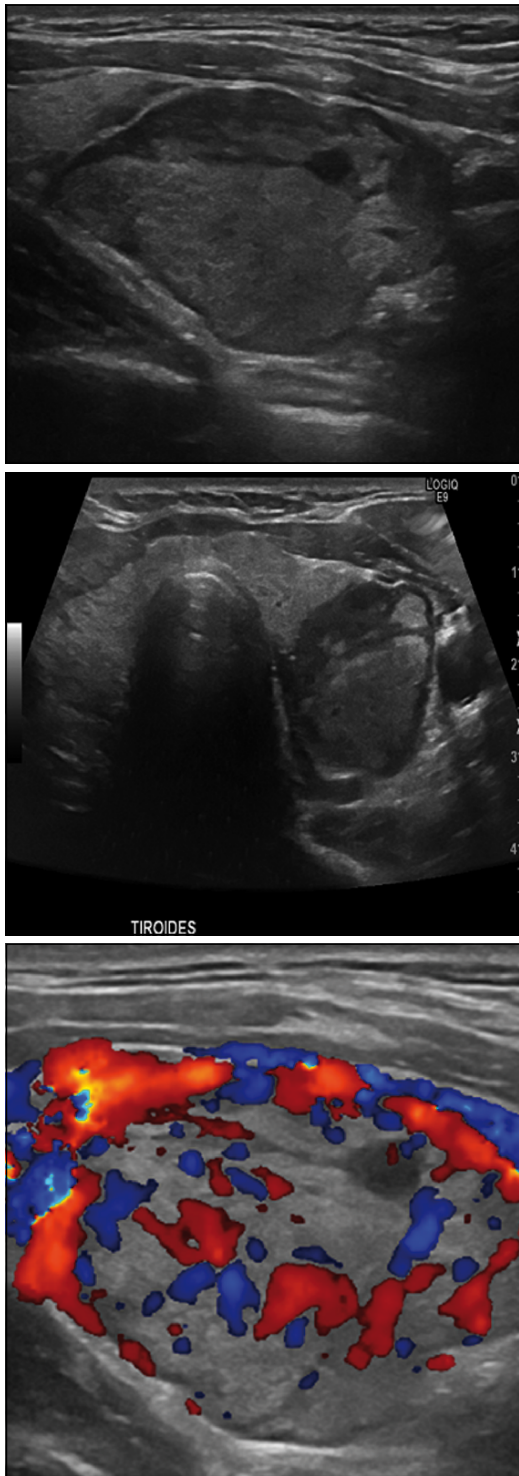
Ecografía Cervical que muestra nódulo izquierdo inferior de 40 x 30 x 25 mm que desplazaba la tiroides hacia la línea media, heterogéneo y vascularizado.
